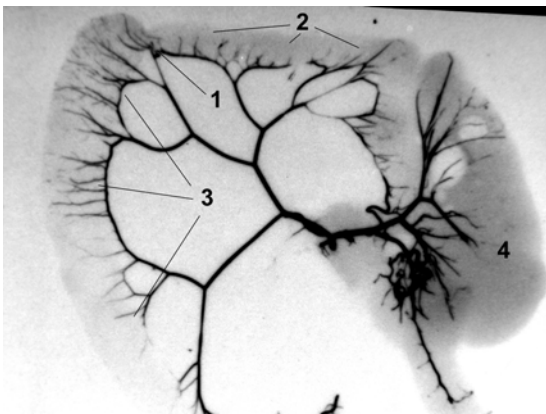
Рентгенангіограма судин краніальної брижової артерії щура через 24 години після моделювання тонкокишкової непрохідності. 1 – місце стенозування тонкої кишки лігатурою, 2 – інтраорганні прямі артерії тонкої кишки нижче від місця стенозування, 3 – інтраорганні прямі артерії тонкої кишки вище від місця стенозування, 4 – сліпа кишка.
